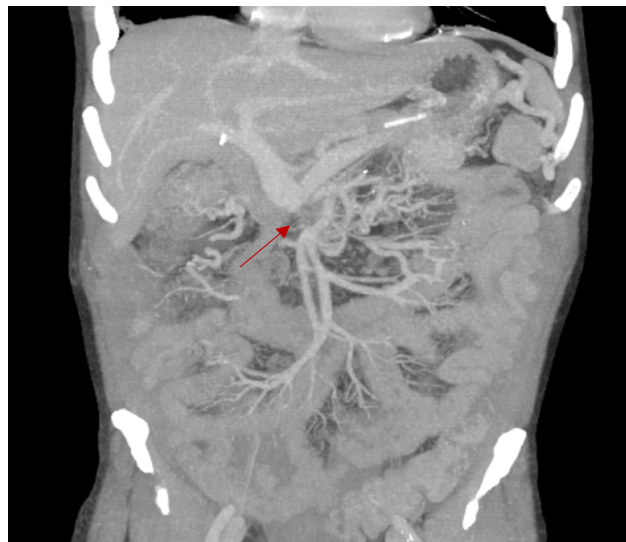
МСКТ-ангиография брюшной полости, фронтальный срез в режиме MIP 34 мм, отмечается выраженная варикозная трансформация. Стрелкой показана область стеноза ВБВ
